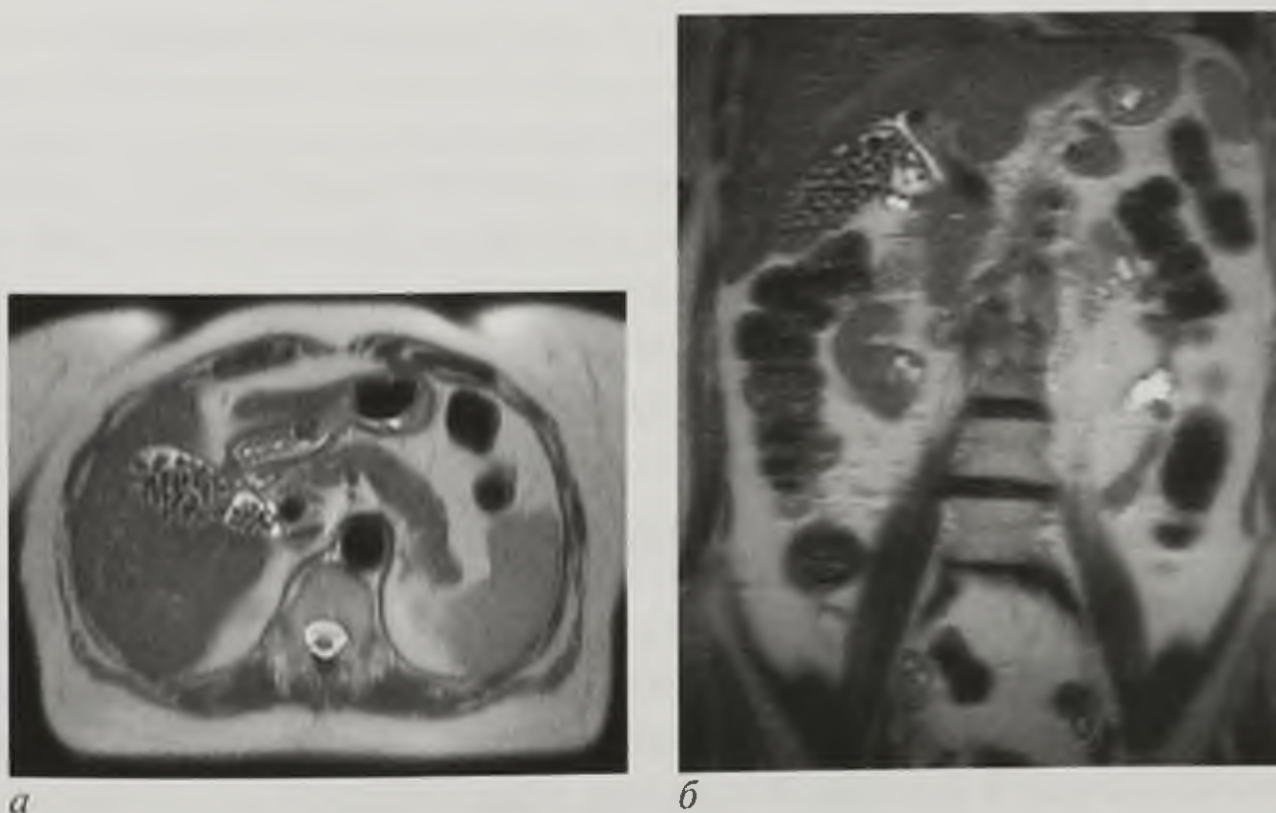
Магнитно-резонансные томограммы. T2-взвешенные изображения в аксиальной (а) и фронтальной (б) плоскостях. Желчнокаменная болезнь. Камни в полости желчного пузыря характеризуются гипоинтенсивным сигналом на T1- и T2-взвешенных изображениях
